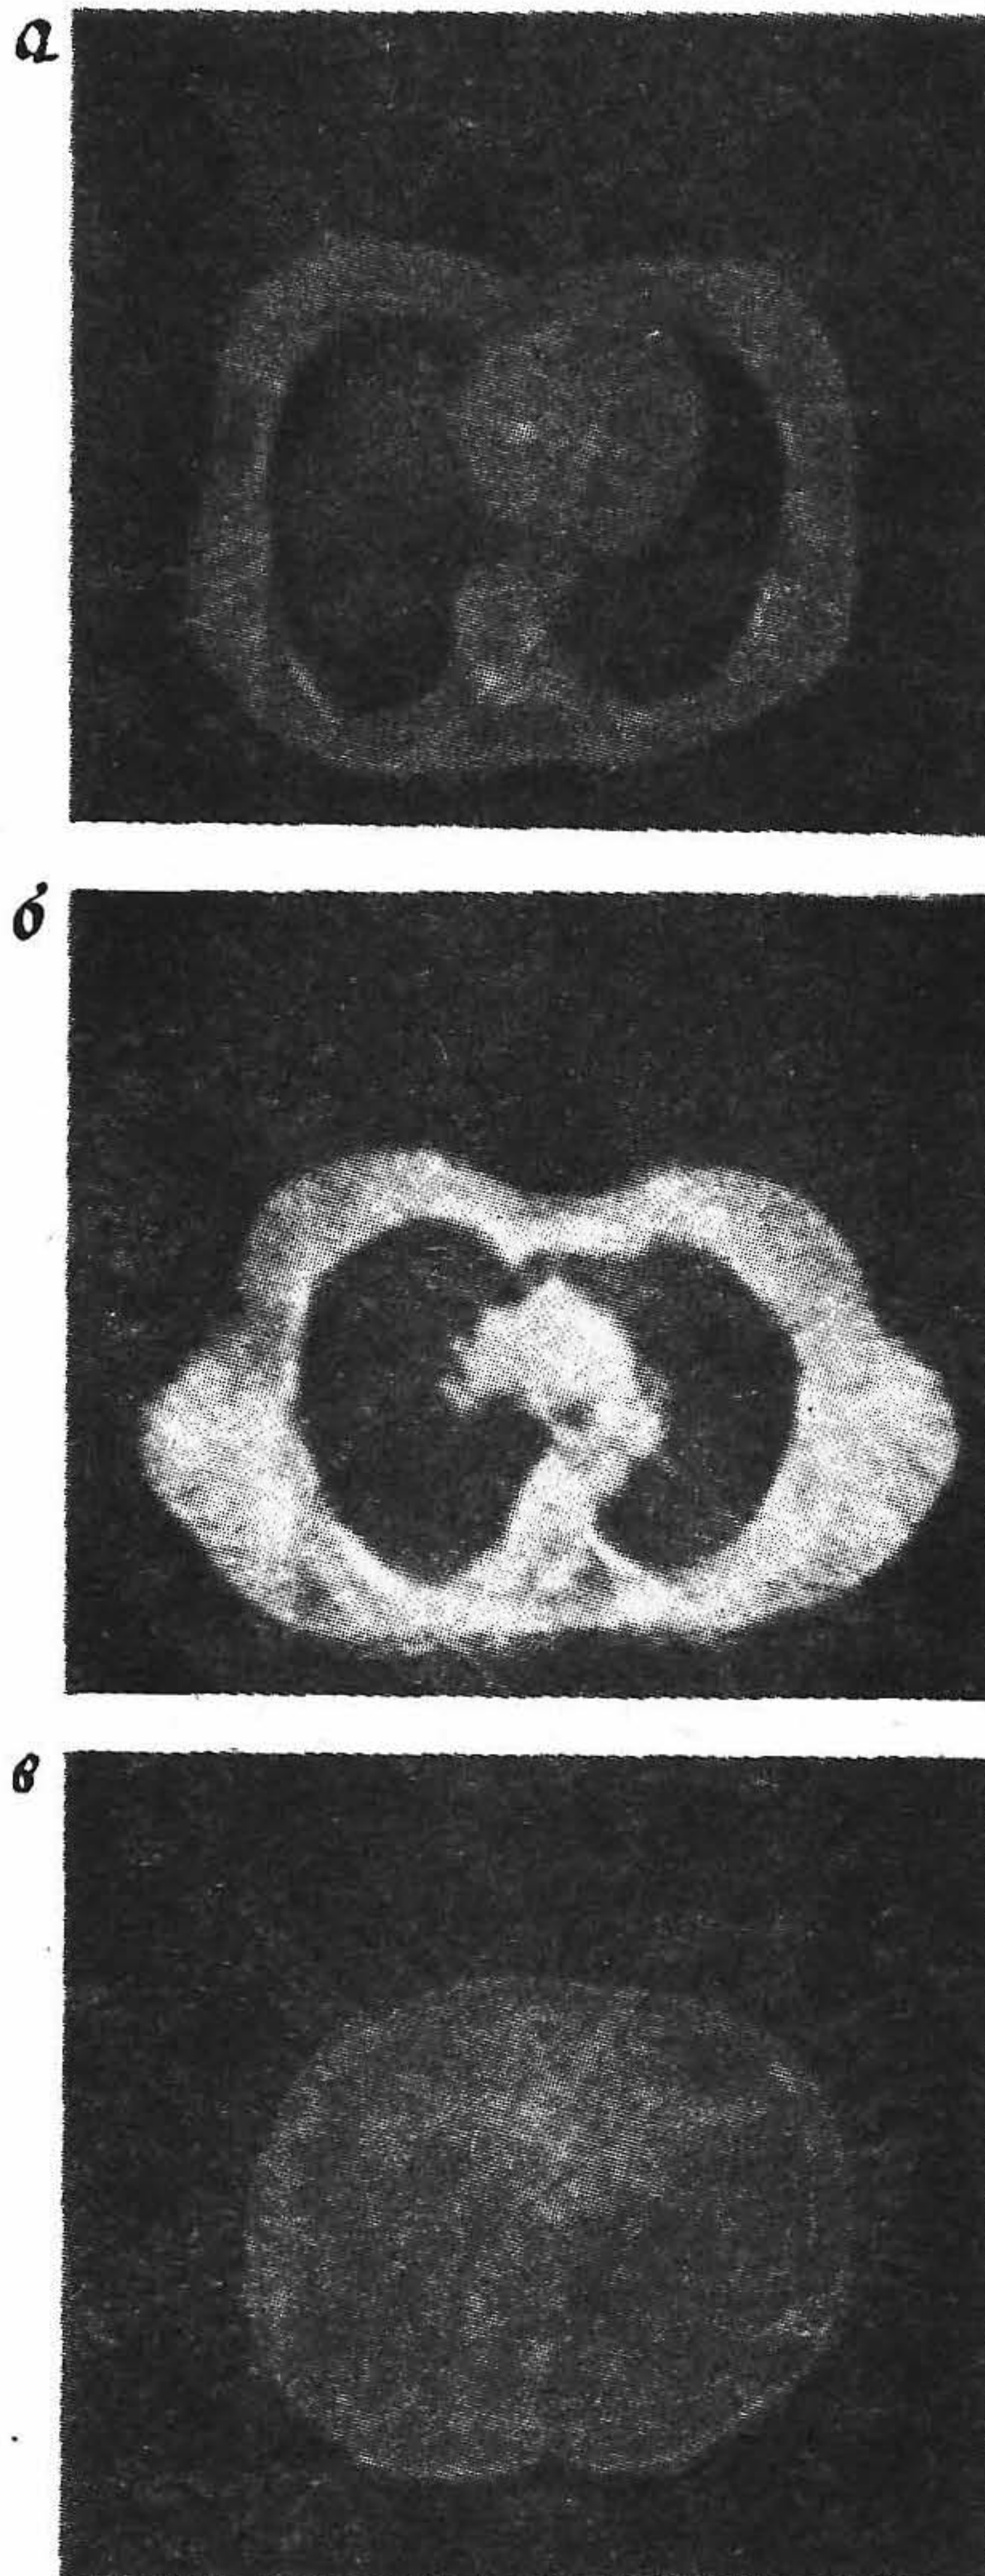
Поперечные сечения грудной клетки женщины, полученные с помощью моделирующего КТ-устройства в Королевской больнице им. Марсдена. *а* — сечение на уровне средней плоскости груди; *б* — на 7 см выше; *в* — на 7 см ниже средней плоскости.
